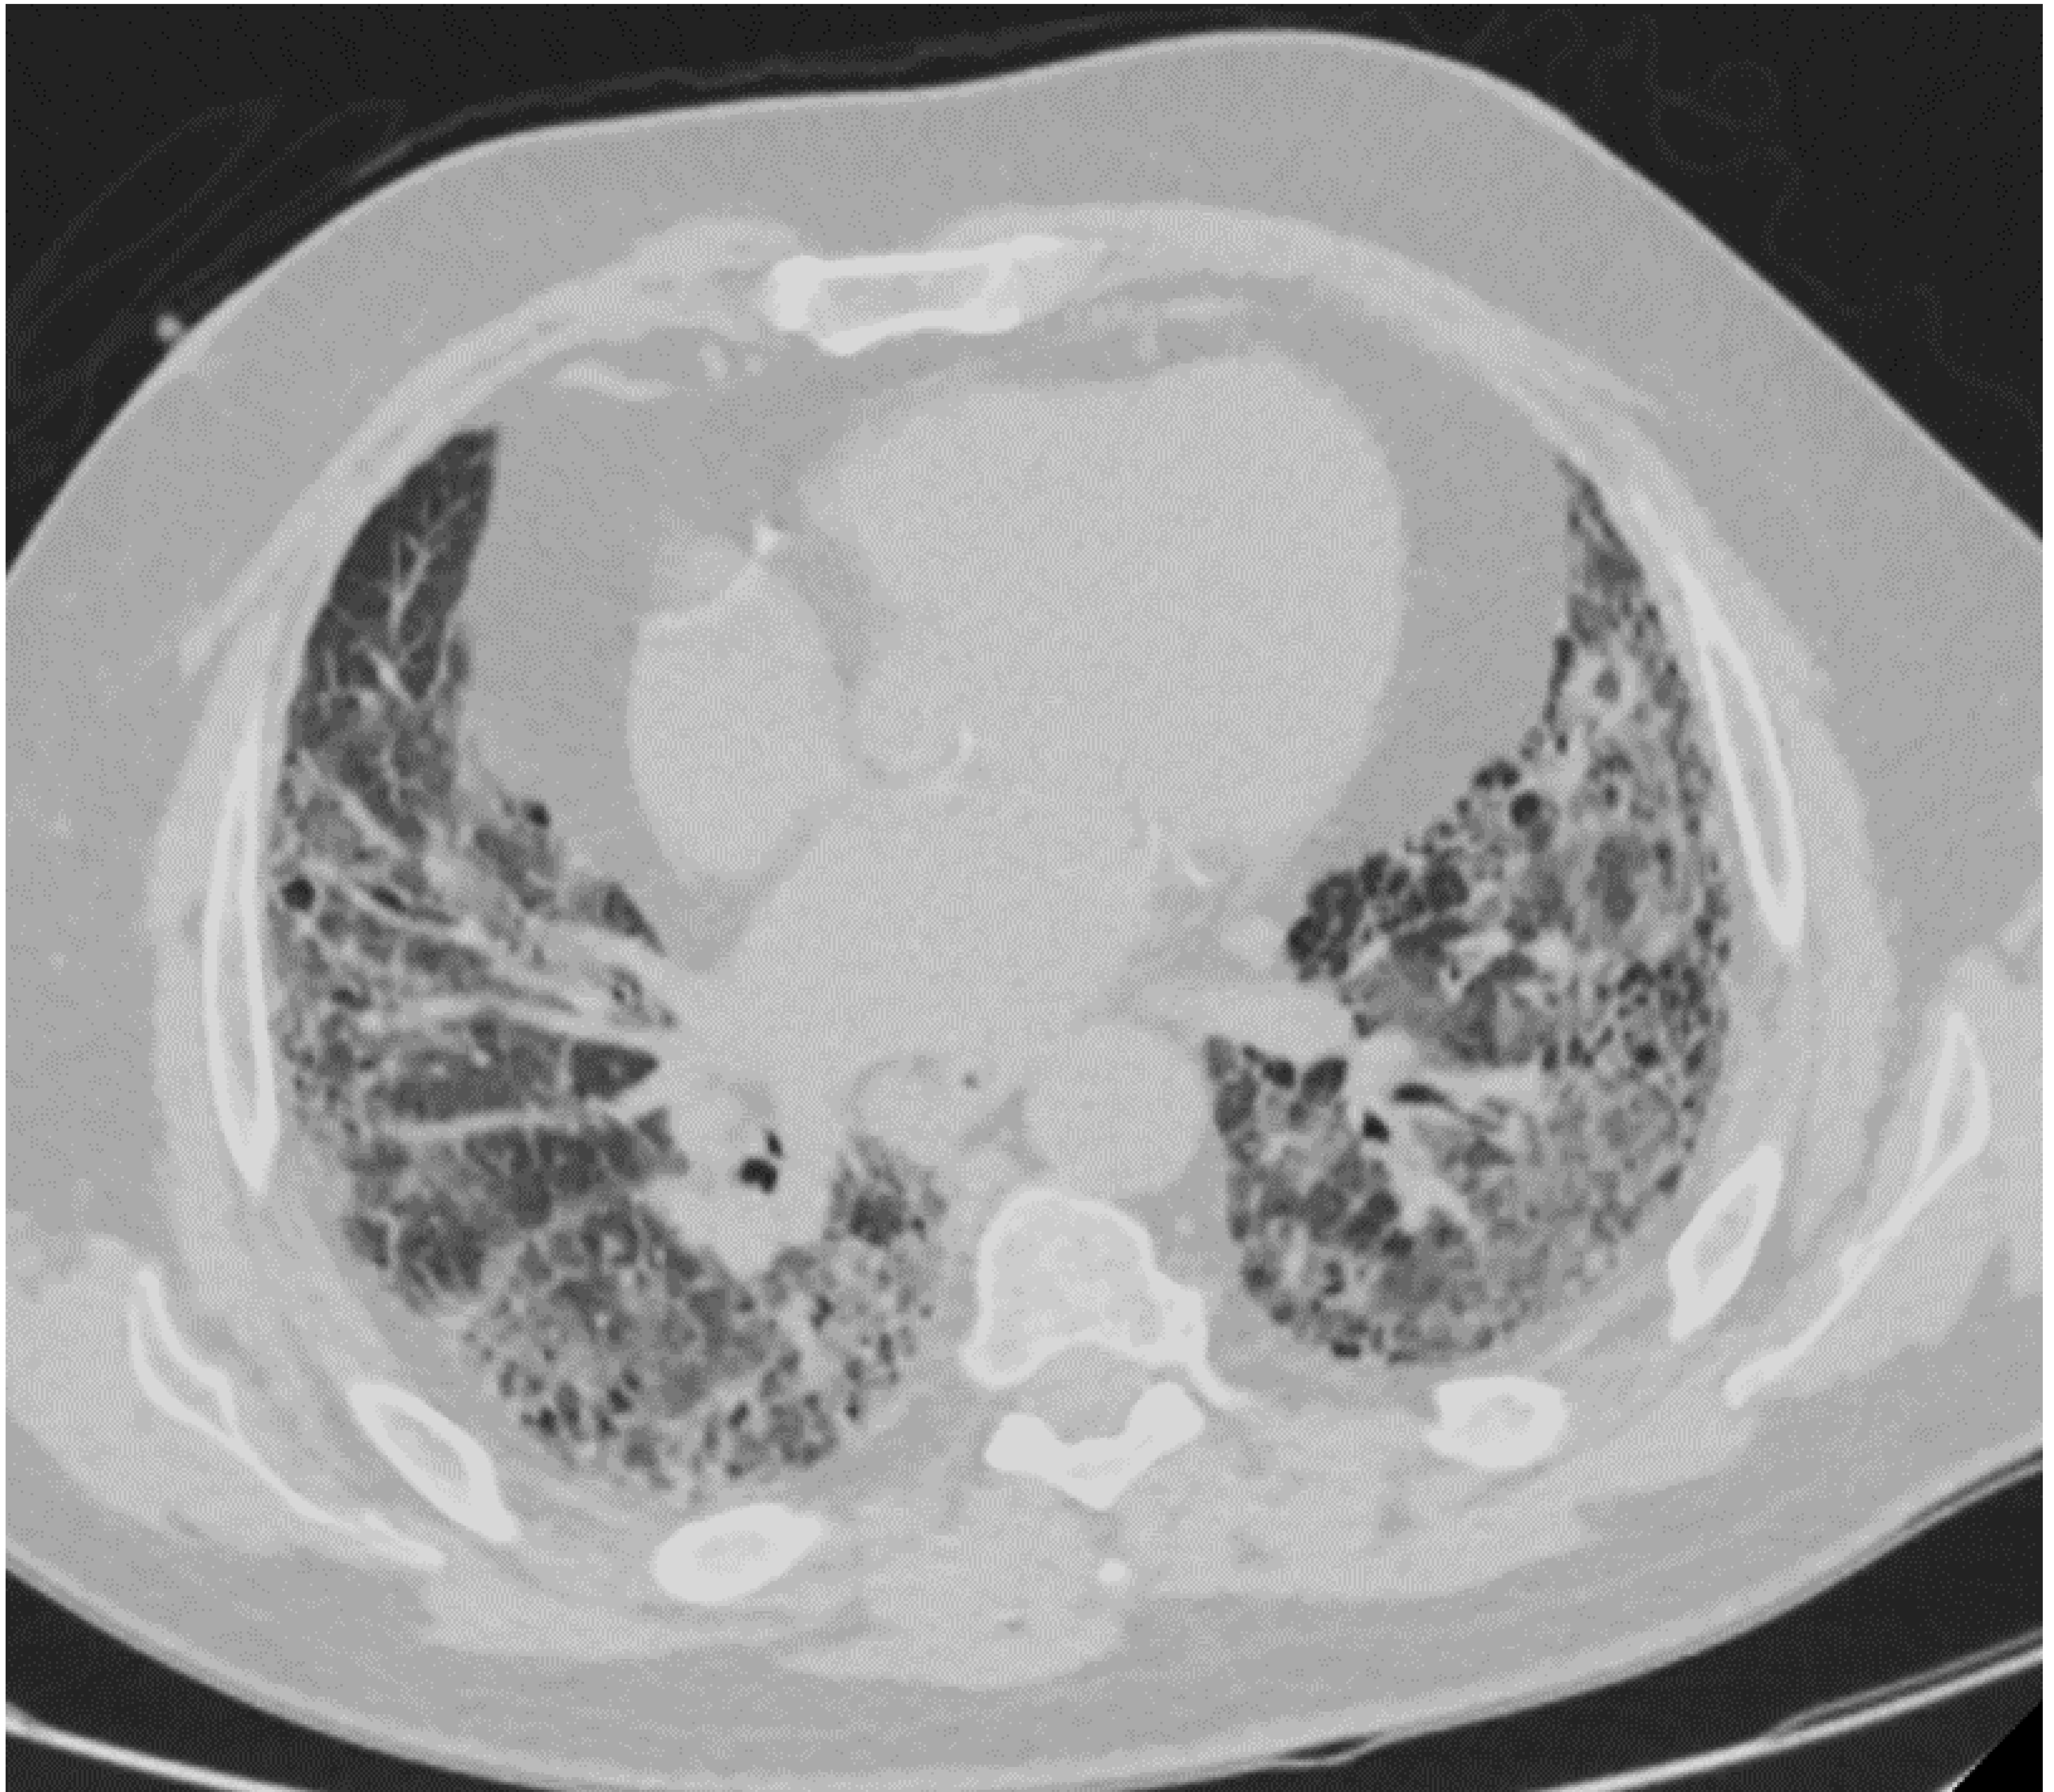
TC en plano axial: ventana parénquima
